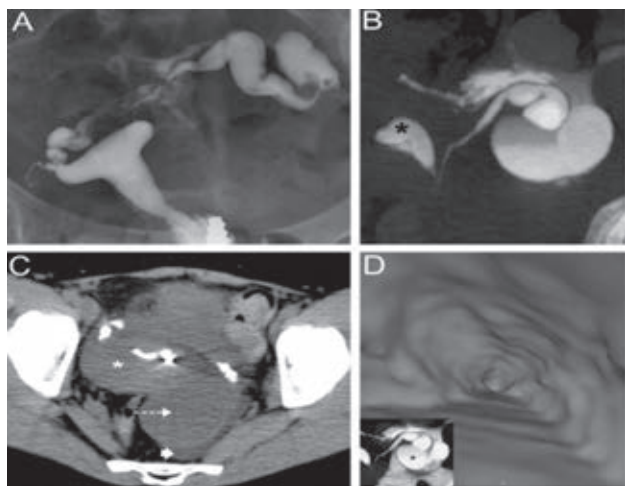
Histerosalpingografía virtual o histero-TAC. Masa en ovario izquierdo (flecha punteada) e hidrosalpinx con escasa cantidad de líquido libre peritoneal (flecha menor). Los asteriscos marcan el útero. A) Histerosalpingografía. B) TAC con reconstrucción coronal. C) Imagen de la pelvis por TAC. D) Reconstrucción endoscópica virtual de la trompa uterina dilatada.
